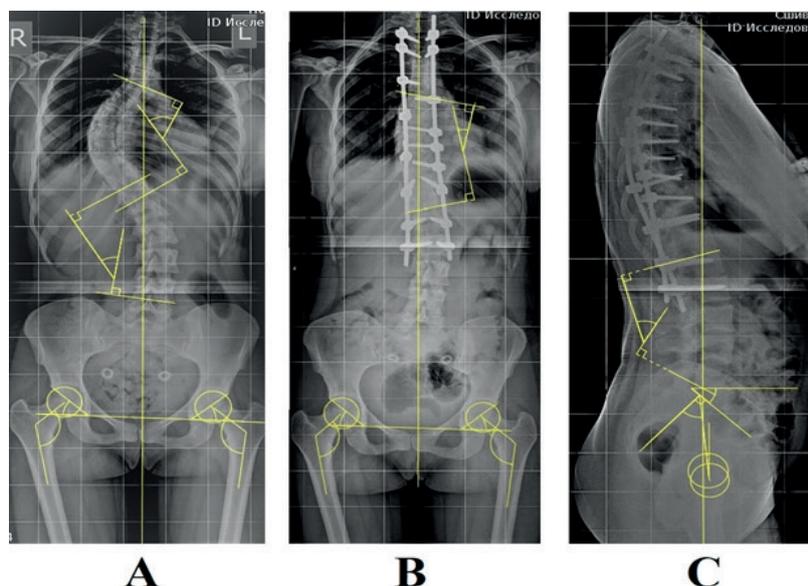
Телерентгенограммы позвоночника - в прямой проекции (а, б - определение углов сколиотической деформации во фронтальной плоскости, перекоса таза, угла Шарпа, оценка фронтального баланса), в боковой проекции (с - определение углов поясничного лордоза (GLL), отклонения таза от вертикальной линии (PT), наклона таза (PI), наклона крестца (SS), сагиттального баланса).
